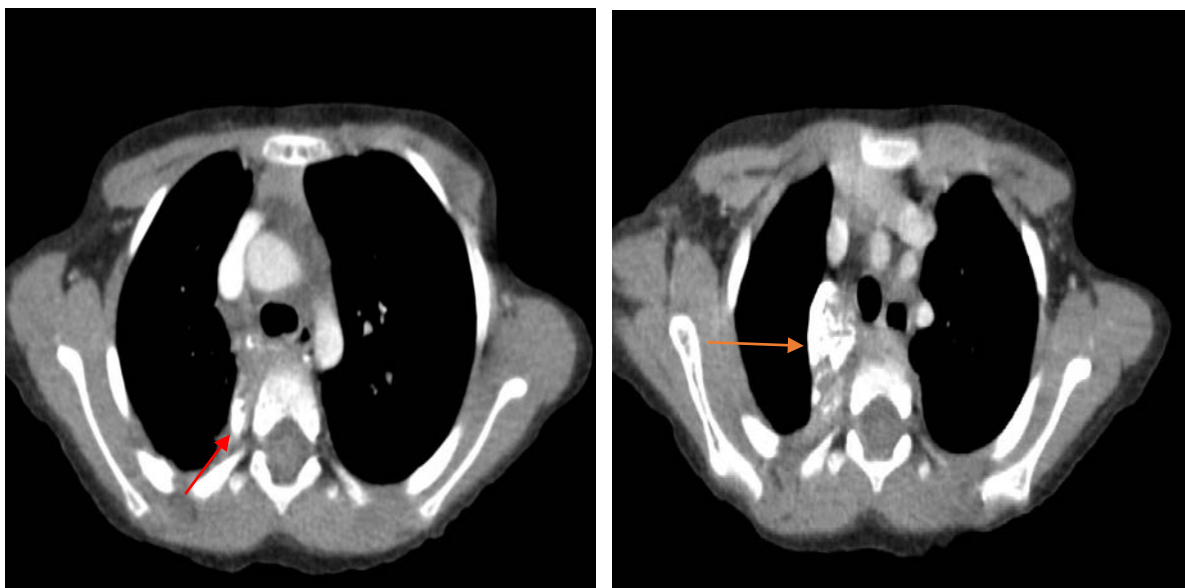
TDM thoracique Adénopathies médiastinales métastatiques chez un patient suivi pour ADK gastrique.
